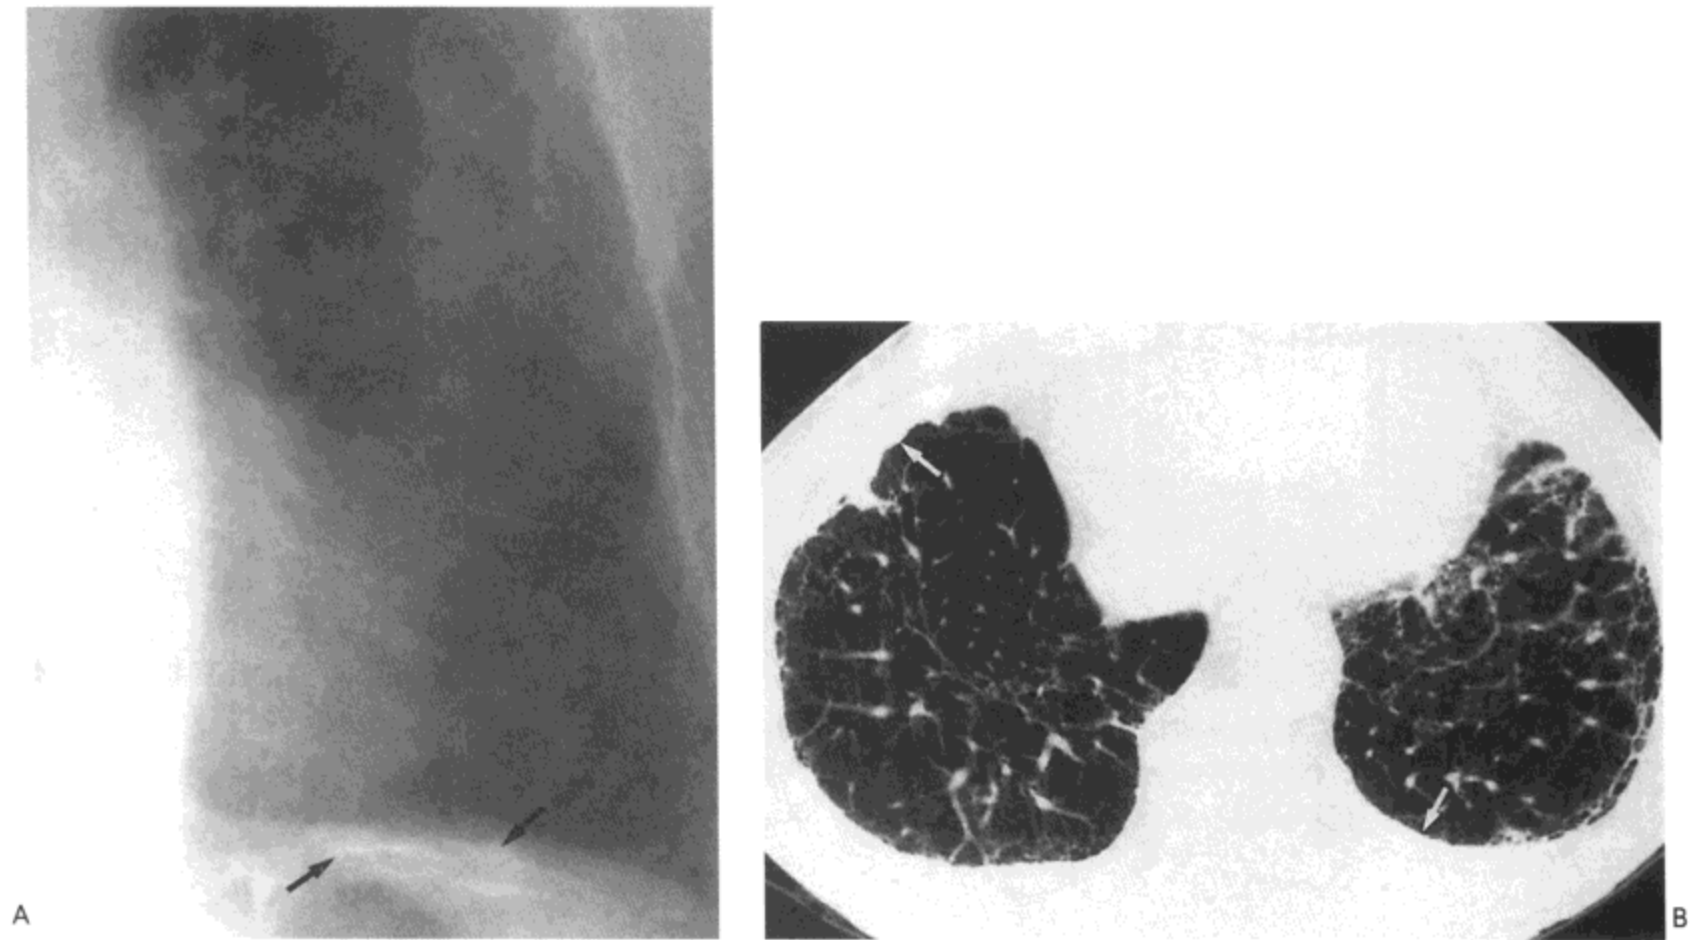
石棉肺。A: 后前位X线胸片的左下肺局部示网状影, 于膈肋沟附近最为显著。同时可见一钙化性膈胸膜斑(箭号)。B: 高分辨率CT影像(1.5mm层厚)示小叶内线样影与不规则的小叶间隔增厚, 形成网状影, 主要累及肺的胸膜下区。同时注意双侧胸膜增厚(箭号)。病人男, 66岁。
